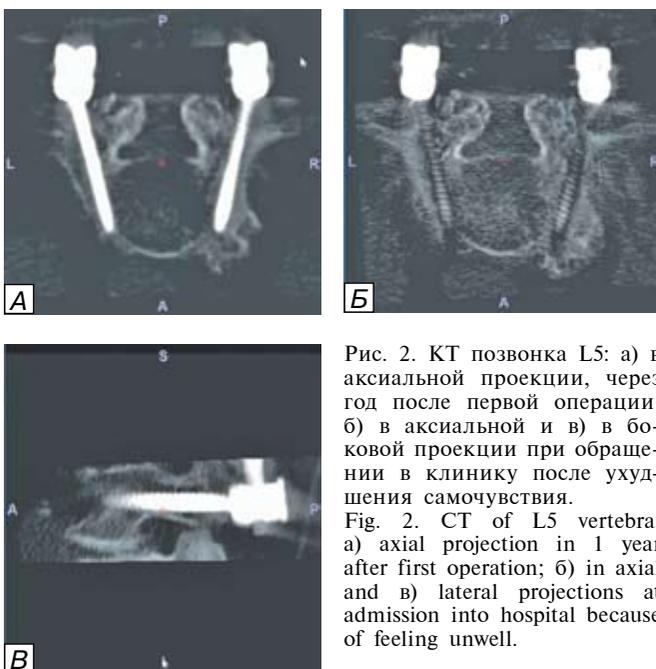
КТ позвонка L5: а) в аксиальной проекции, через год после первой операции; б) в аксиальной и в) в боковой проекции при обращении в клинику после ухудшения самочувствия.
